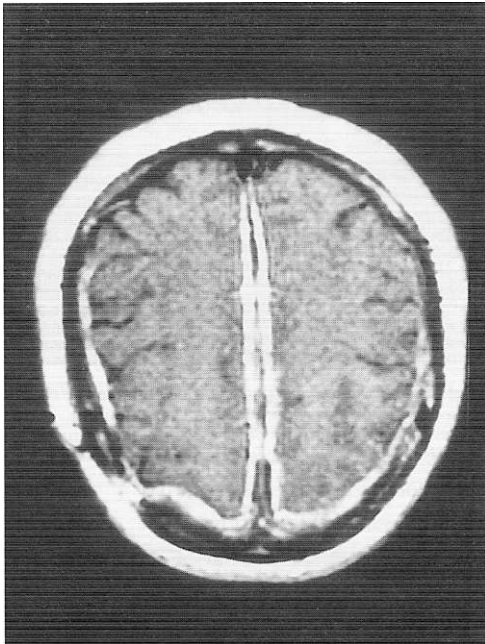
Resonancia magnética cerebral con medio paramagnético que muestra la captación homogénea del medio de contraste por las meninges (flecha) que se encuentran difusamente engrosadas. Como diagnóstico diferencial podrían considerarse la paquimeningitis carcinomatosa y la meningitis bacteriana. La primera suele ser a parches sin engrosamiento difuso y la segunda se excluye por el cuadro clínico y los hallazgos del LCR.
